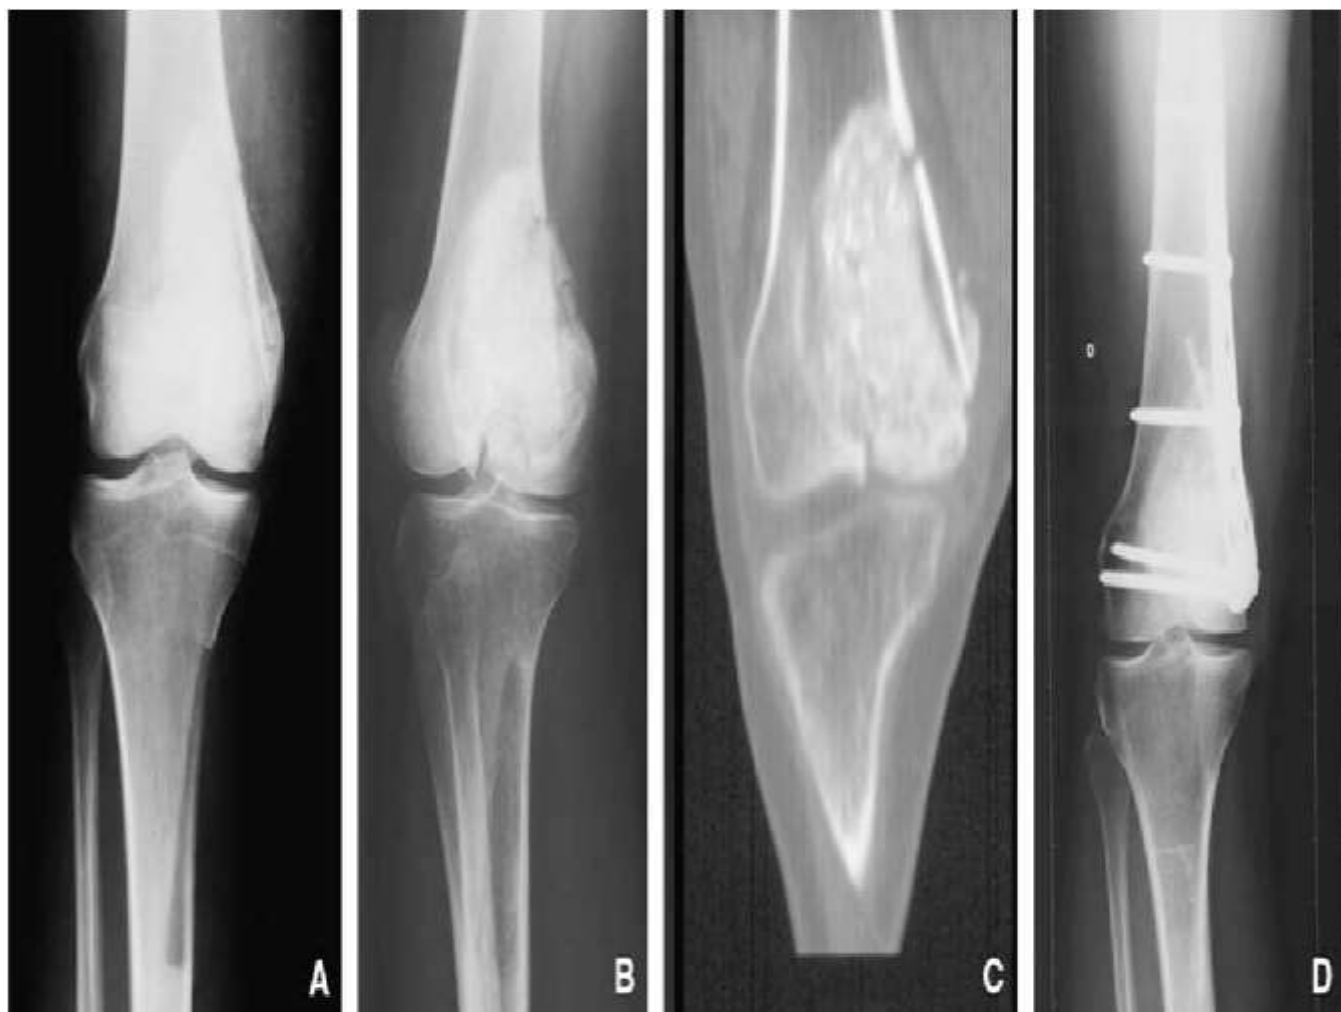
Fracture pathologique au cours du traitement d'une tumeur à cellules géantes. A. Patient atteint d'une tumeur à cellules géantes ayant fait l'objet d'un curettage comblement. B. Fracture pathologique en plein corps de la lésion opérée (aspect radiographique). [13]
